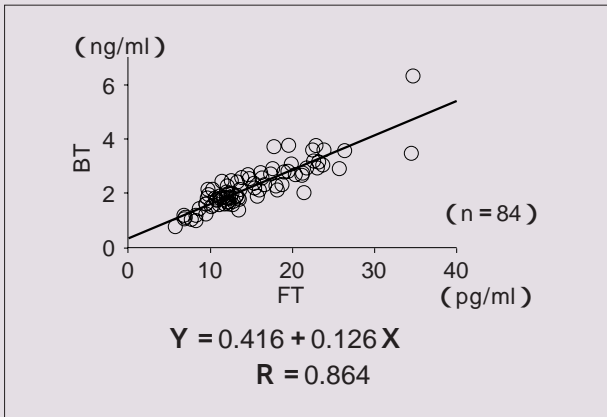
遊離型テストステロン (FT) と bioavailable testosterone (BT)
